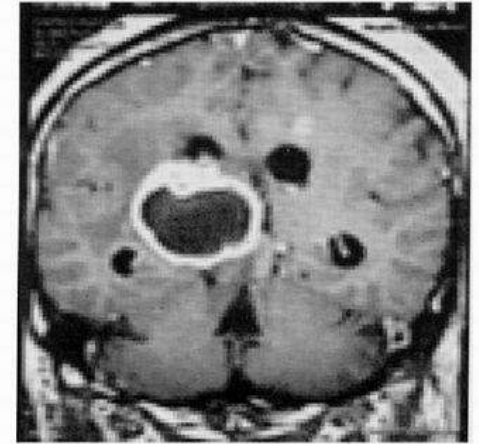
Resonancia magnética de cráneo con gadolinio en ponderancia T1 que muestra el absceso amibiano en núcleos basales derechos que se extiende desde mesencéfalo hasta atrio ventricular.
